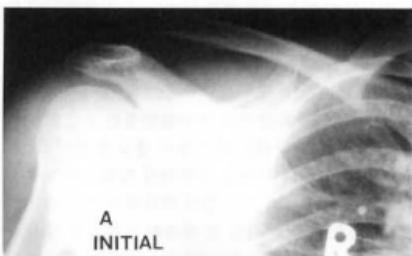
Roentgenogram of 29 year-old male with type III acromioclavicular dislocation
